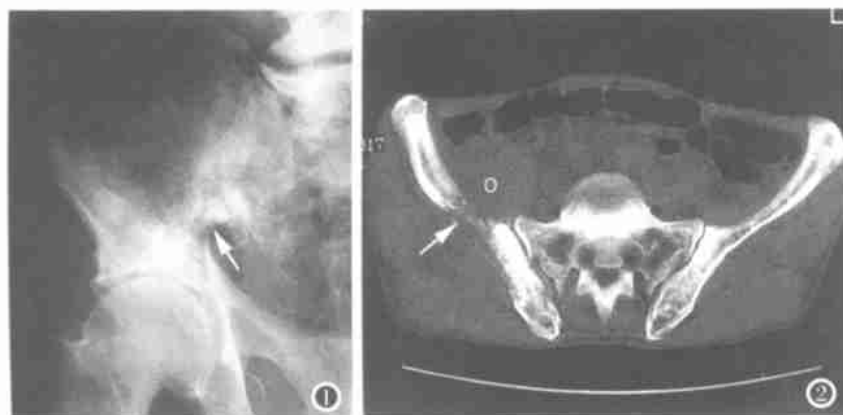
男,72 岁。腰腿痛 3 个月。平片示左侧髂骨翼混杂低密度灶,边界欠清,坐骨切迹缘骨皮质中断(→),但不确切。图 2 同一病人。CT 示可疑病灶处有溶骨性破坏(→),并浸润邻近肌群。活检证实为肺癌转移。
